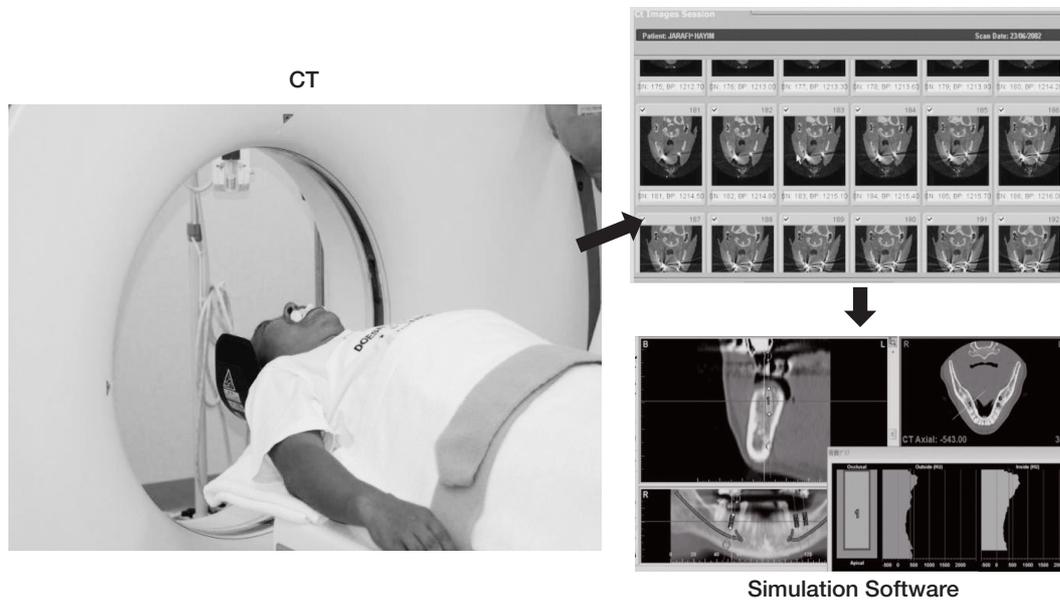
CT撮影とインプラント用シミュレーションソフトによる解析.
